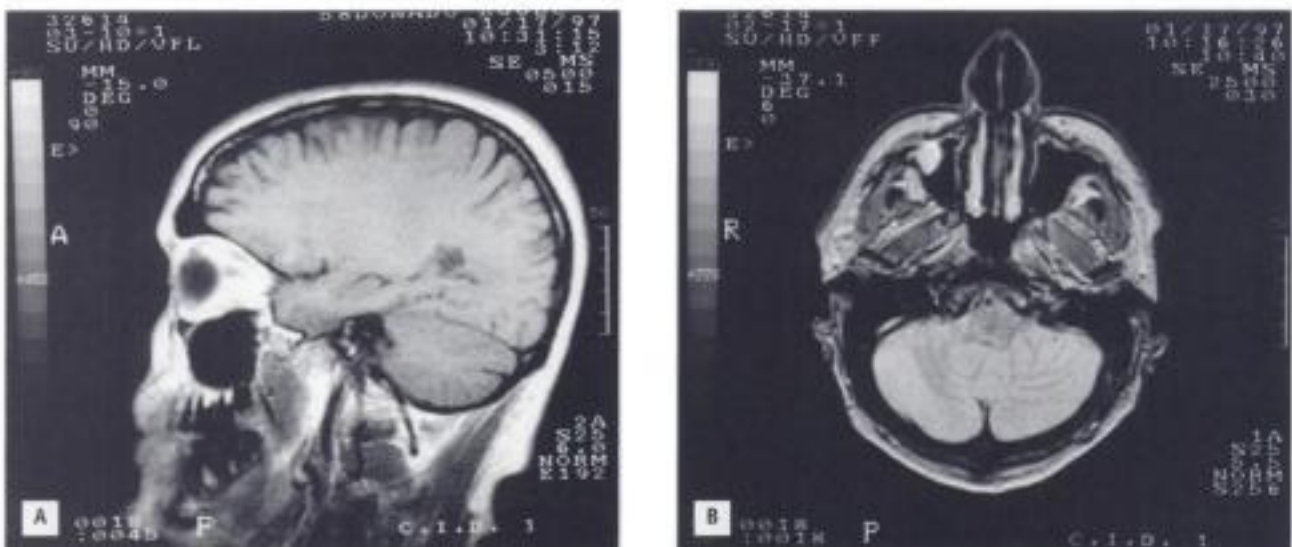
Resonancia magnética de la extremidad cefálica. A) Corte sagital. B) Corte axial.
